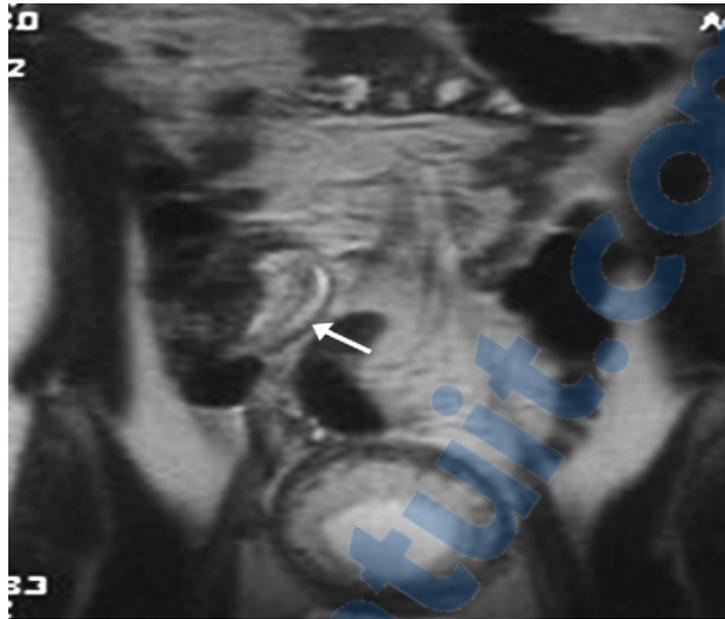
Image IRM en coupe coronale pondérée T2 d'une appendicite aigüe avec épaississement de la paroi appendiculaire (flèche) et extension médiale au cœcum (selon Oto [60]).
